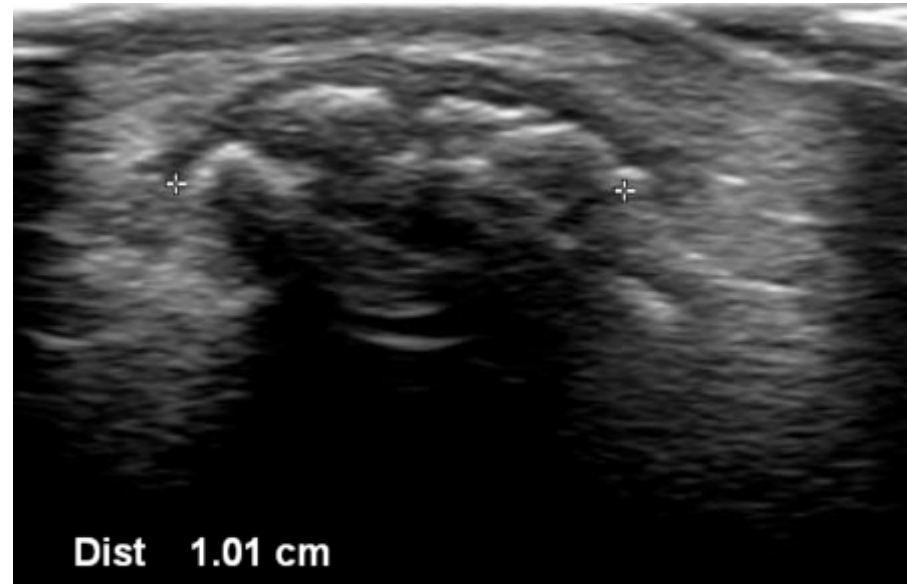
Varón de 23 años. Ecografía medio pie izquierdo. Prominencia ósea de bordes irregulares de 10 mm entre la articulación de la base del 2º y 3º metatarsiano y las cuñas. Hallazgos compatibles con tarsal boss.
